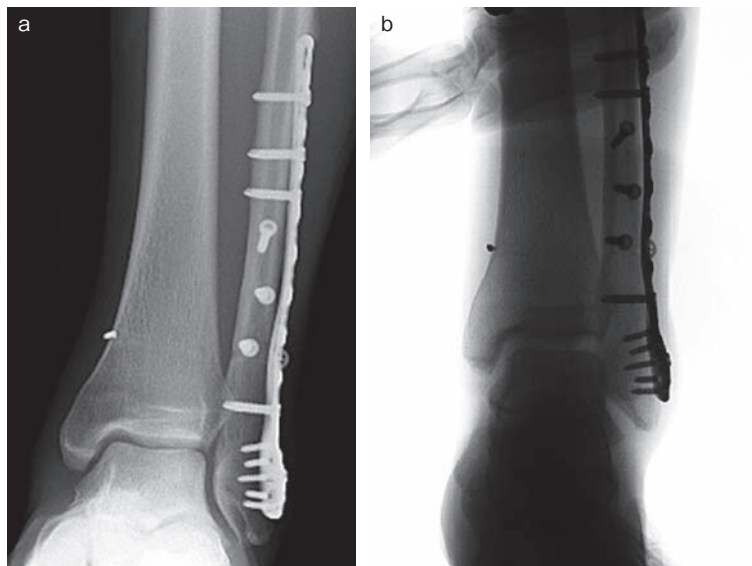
最終経過観察時単純X線像 (a: 荷重時足関節正面像, b: 外旋ストレス撮影)
